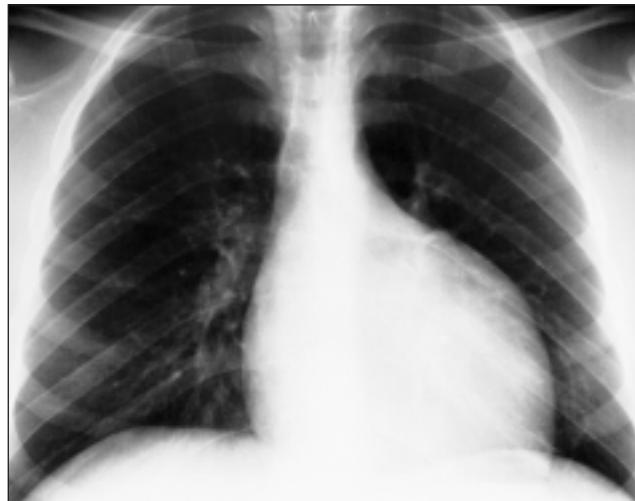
Radiografía de tórax PA de un paciente de 16 años con glucogenosis tipo III, presenta un aumento, importante, de la silueta cardíaca a expensas del ventrículo izquierdo.
